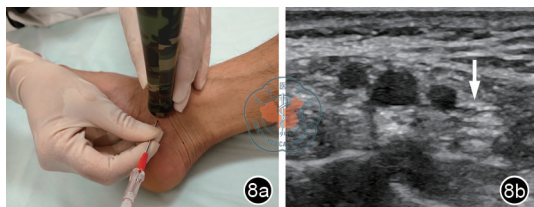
超声引导下胫神经阻滞。图a为探头横置于足踝后内侧,进行超声引导下穿刺;图b为正常胫神经超声声像图表现(箭头所示)
